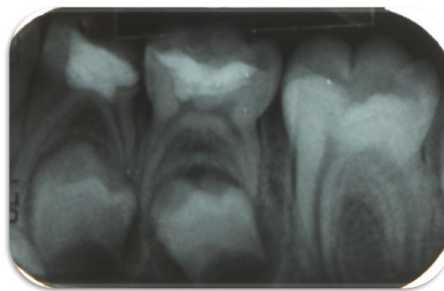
En la radiografía post operatoria inmediata; se observa Pza. 74 IRO a nivel de cámara pulpar compatible con material de obturación al igual que la pieza 75 compatible con tratamiento de recubrimiento pulpar directo.
